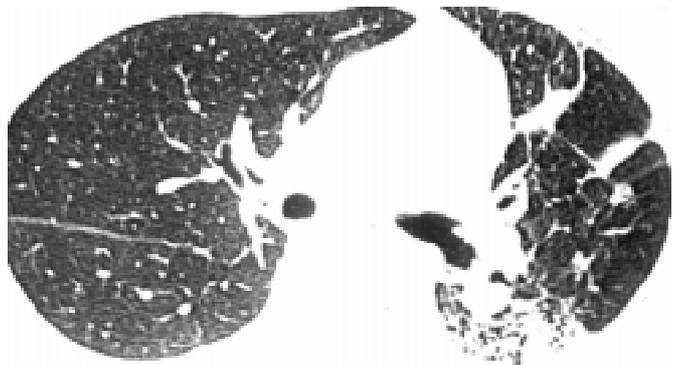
Комп'ютерна томограма ОГК. Численні дрібні ділянки ущільнення легеневої паренхіми переважно в субплевральних відділах — метастази, правосторонній плеврит
